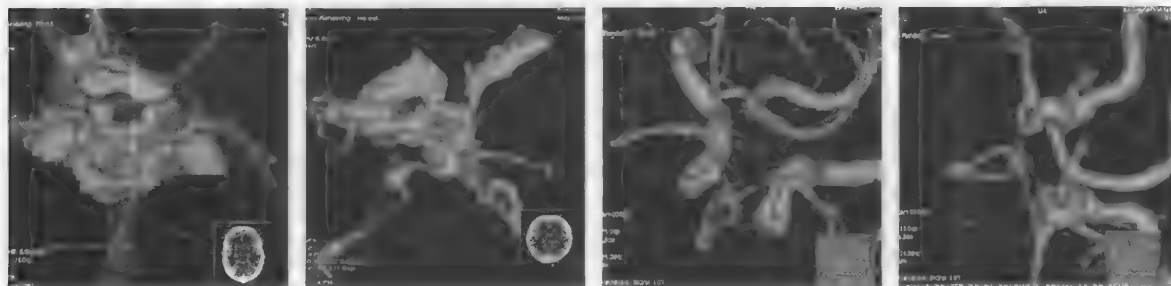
Аневризма передней соединительной артерии. СКТА, МРТ (3D TOF)
